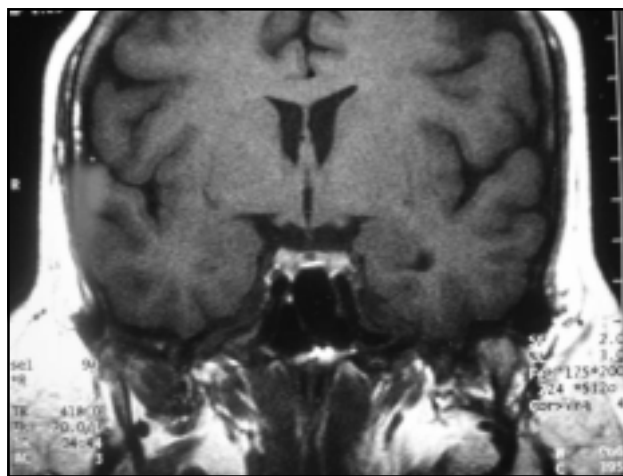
RMN de hipófisis cuatro meses después de suplencia con levotiroxina.
